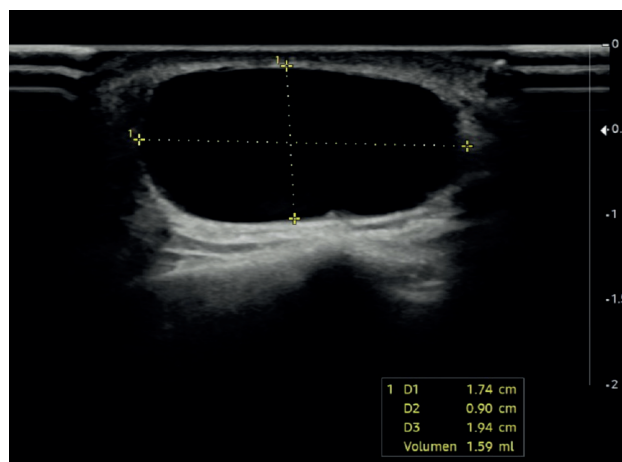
Ultrasonido de tejidos superficiales, donde se reporta una lesión ovoide anecoica en región infraorbitaria derecha.
